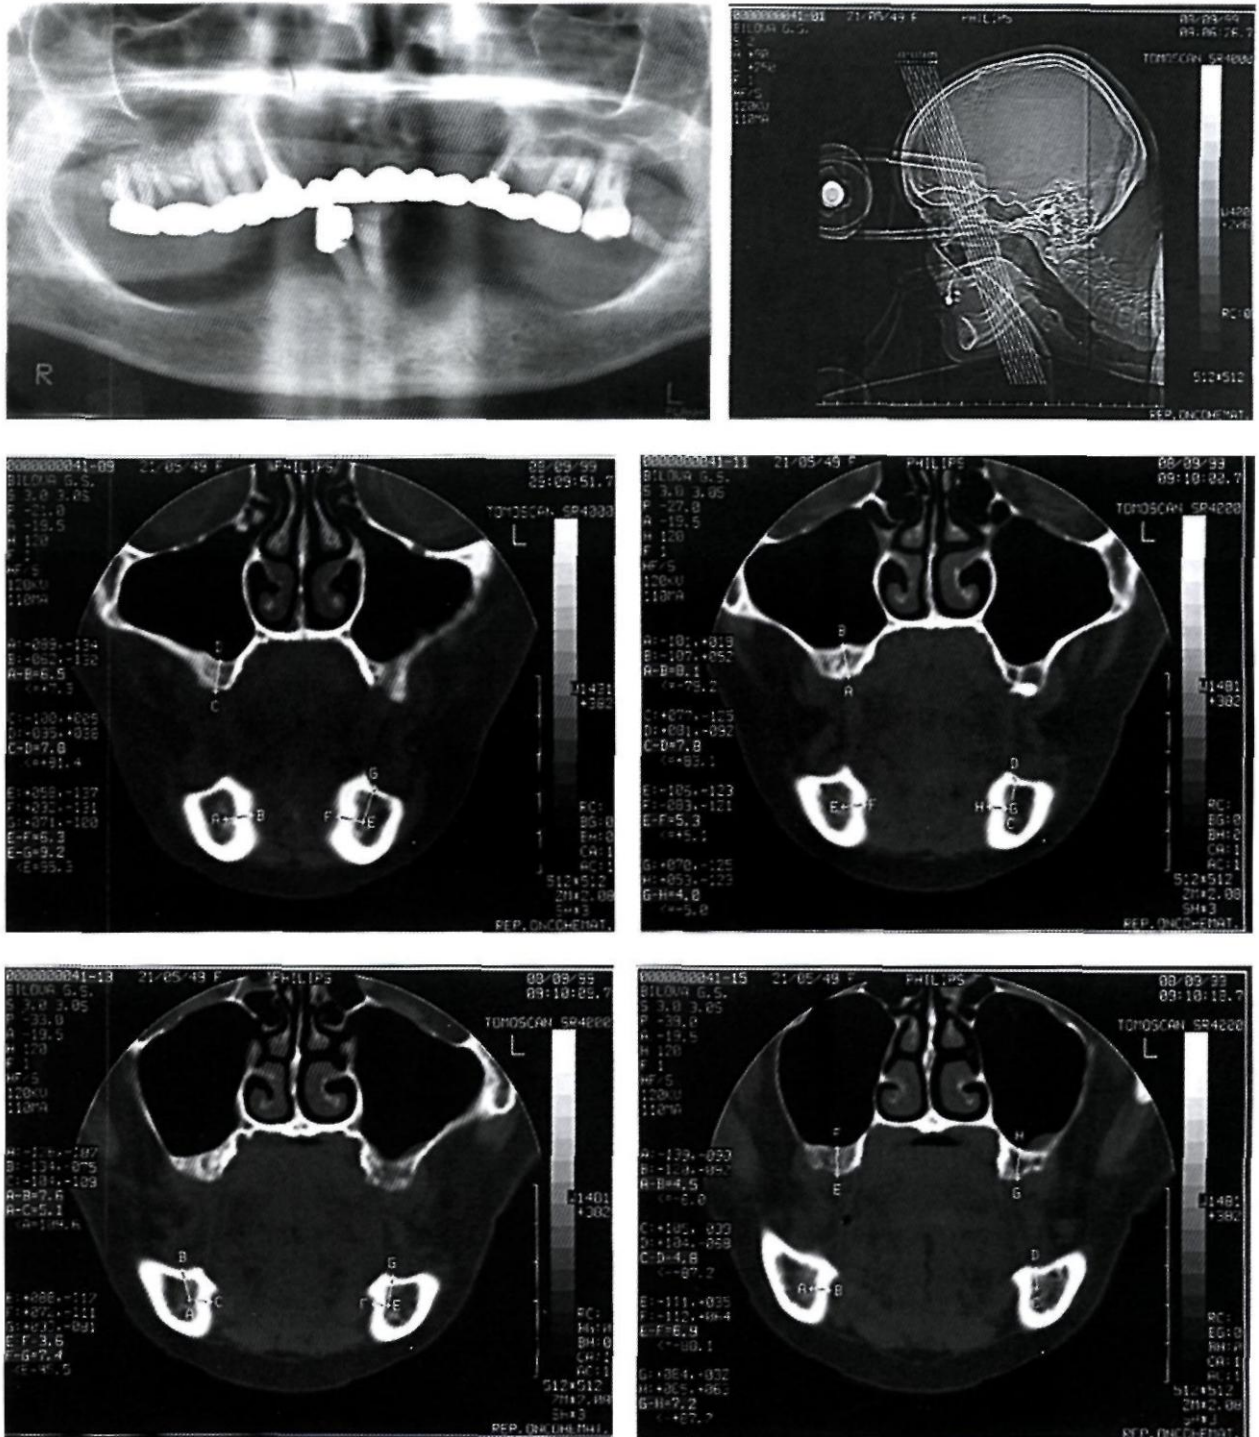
Данные рентгенологического обследования до операции (ортопантомограмма перед лечением и изображения нескольких срезов, полученных при компьютерной томографии; клинический пример № 2). Высота костной ткани в области дна верхнечелюстных пазух и над нижнечелюстными каналами составляет от 4 до 8 мм. Архитектоника костной ткани нижней челюсти соответствует V типу, верхней челюсти — III–IV типу
